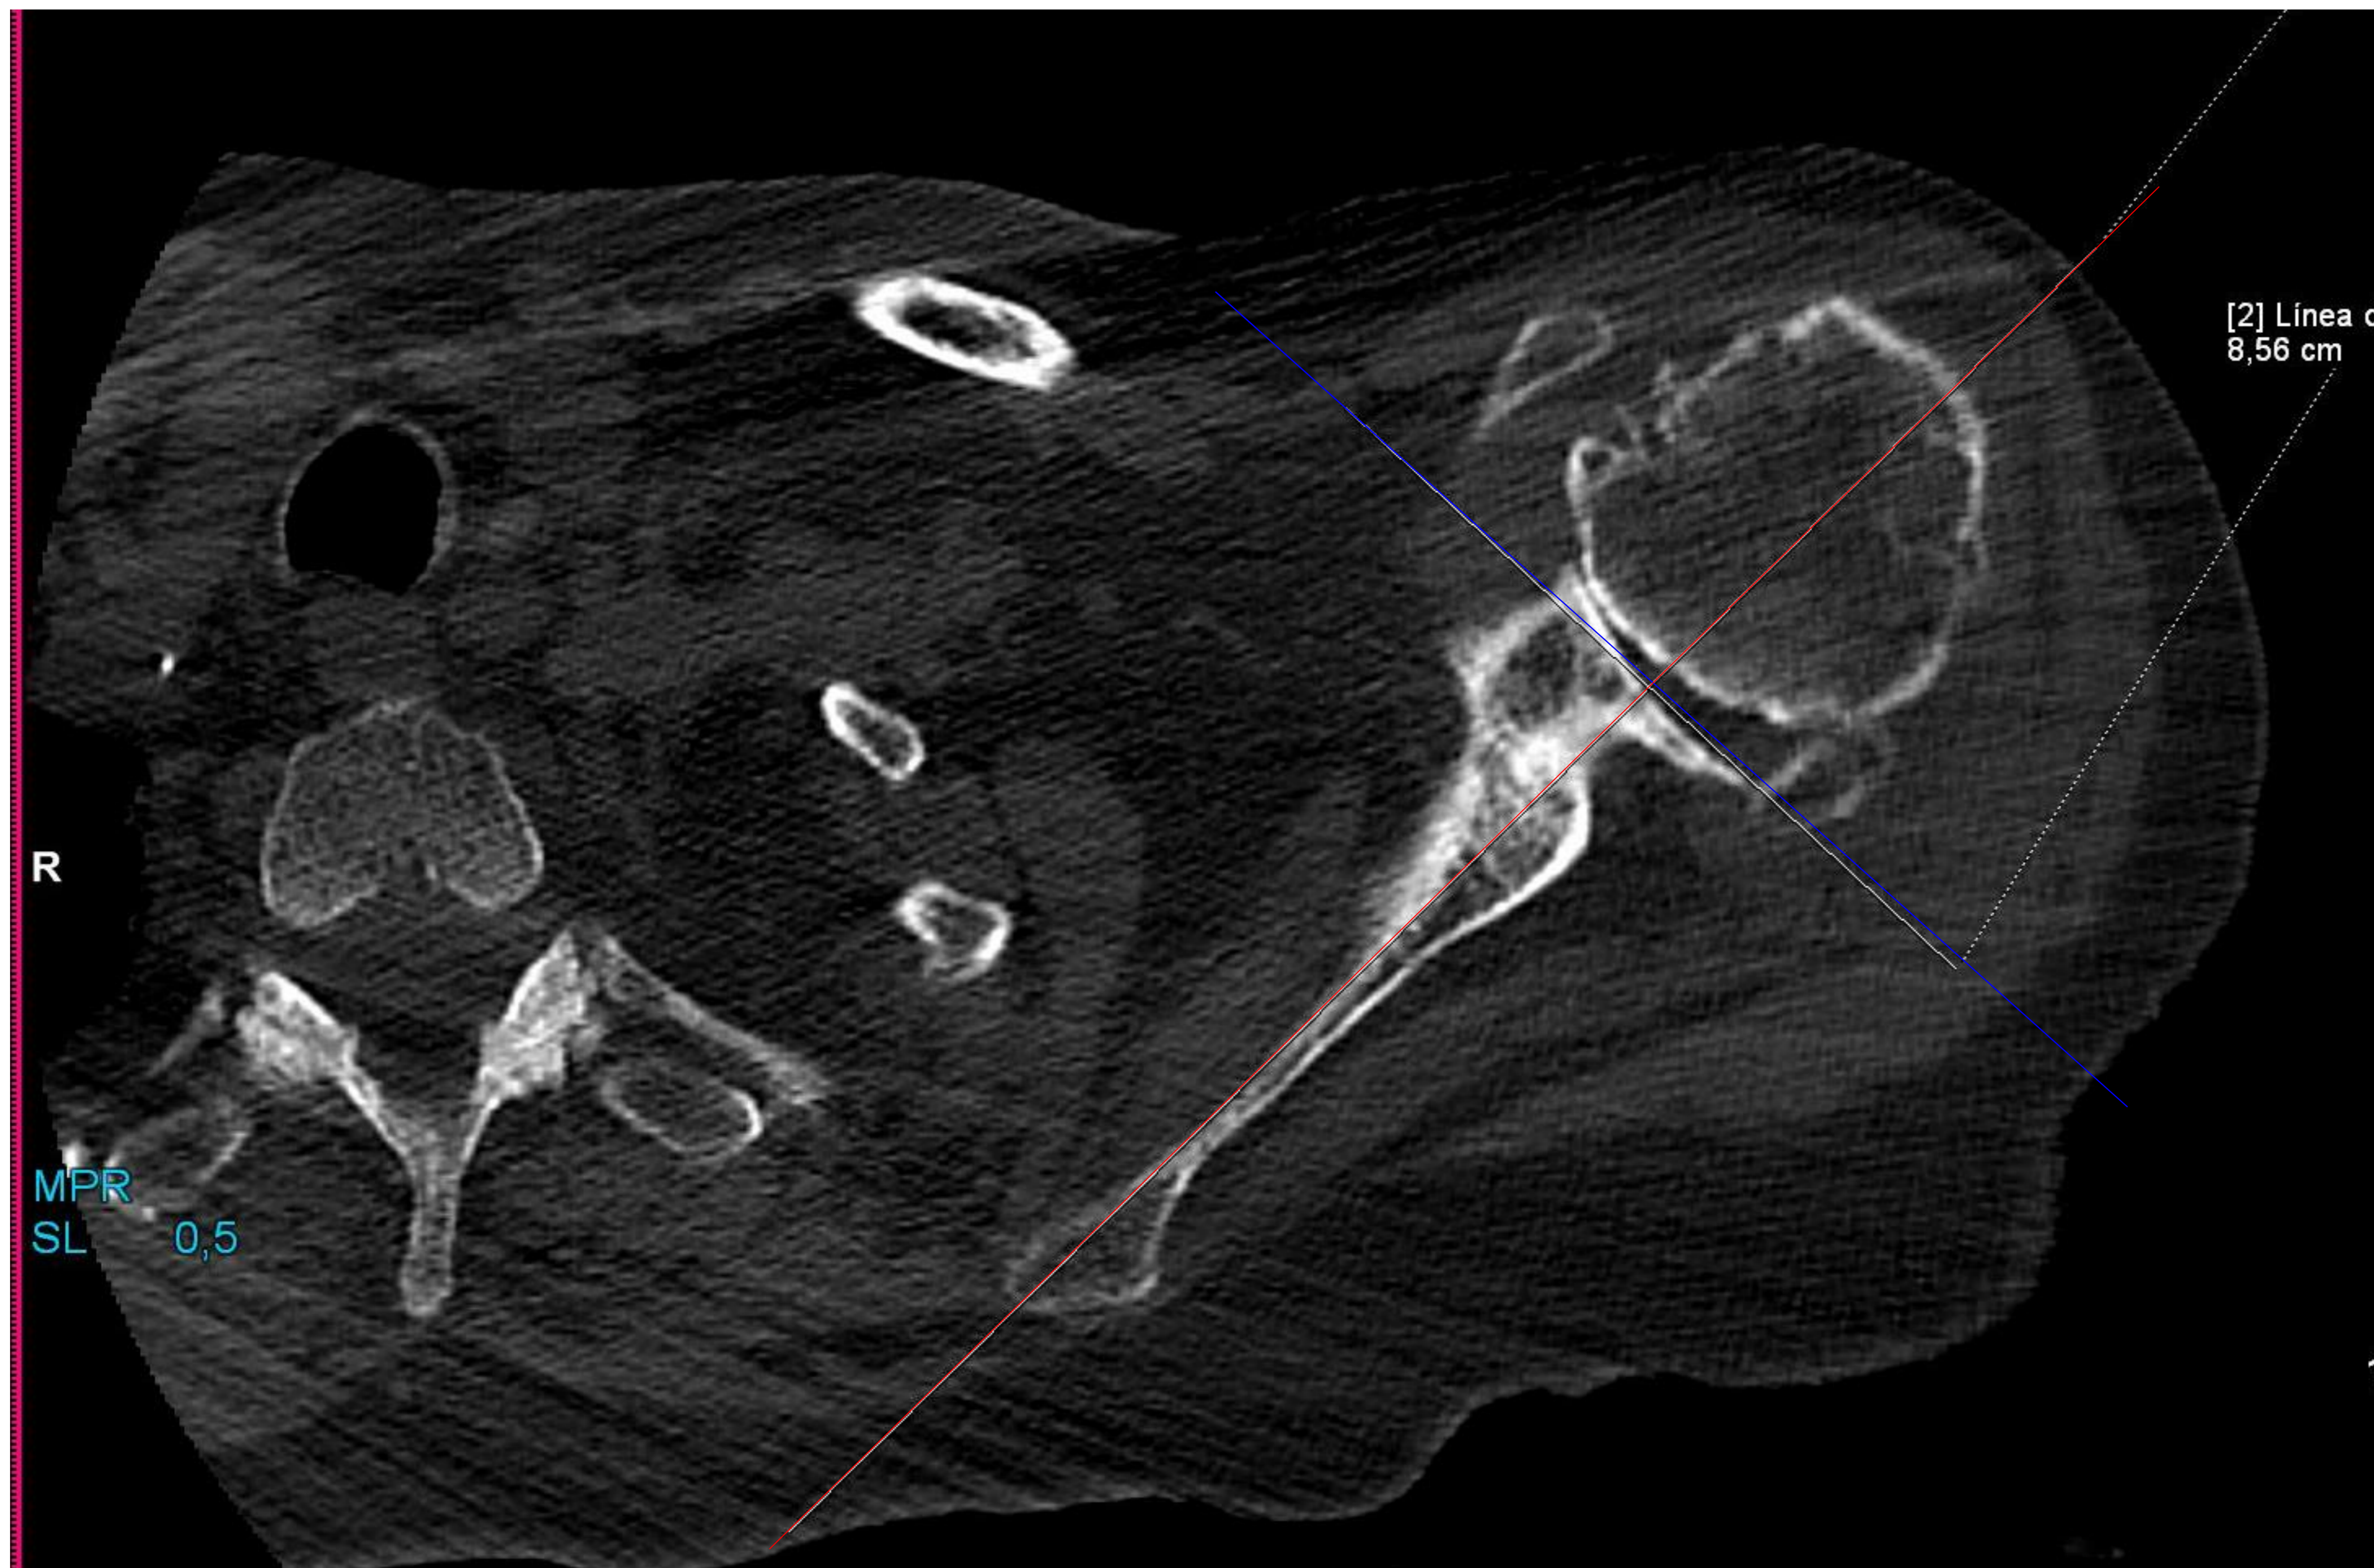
Pérdida ósea glenoidea: al mismo nivel del TC axial que la anterior, se traza una línea perpendicular a la línea de Friedman (rojo), que pase por el margen glenoideo más lateral (línea paleoglenoidea, en AZUL); se mediría la distancia del labio anterior y posterior y del centro a esta línea, obviando los 5 mm más periféricos (para evitar osteofitos que artefactarían esta medida)
